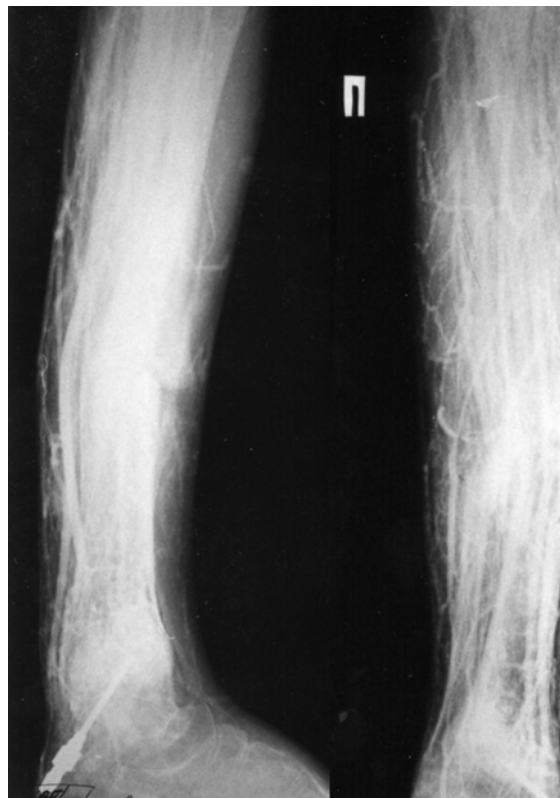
Рентгенологическая картина нормотрофического ложного сустава
